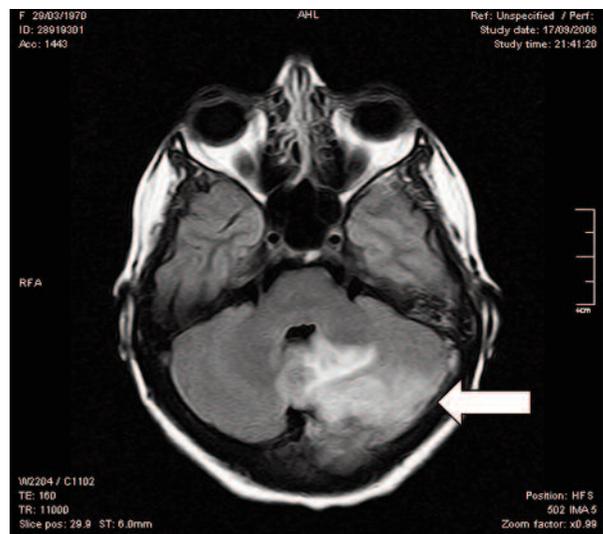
IRM de cerebro: lesión isquémica hiperintensa en el lóbulo izquierdo del cerebelo (flecha).
